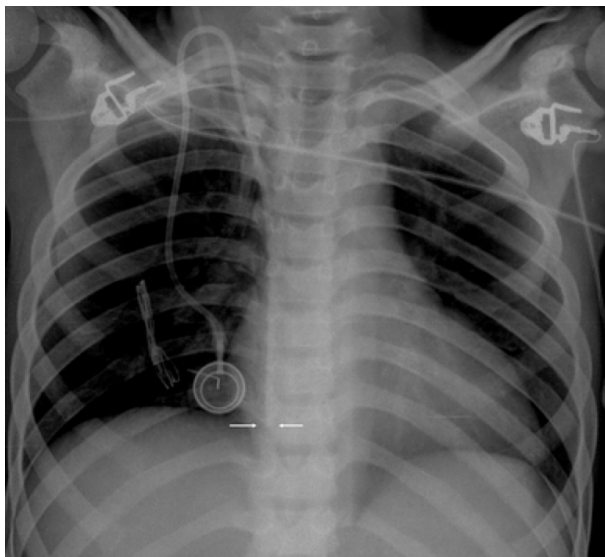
Radiografía de tórax con implantofix con punta a nivel de ventrículo derecho.
